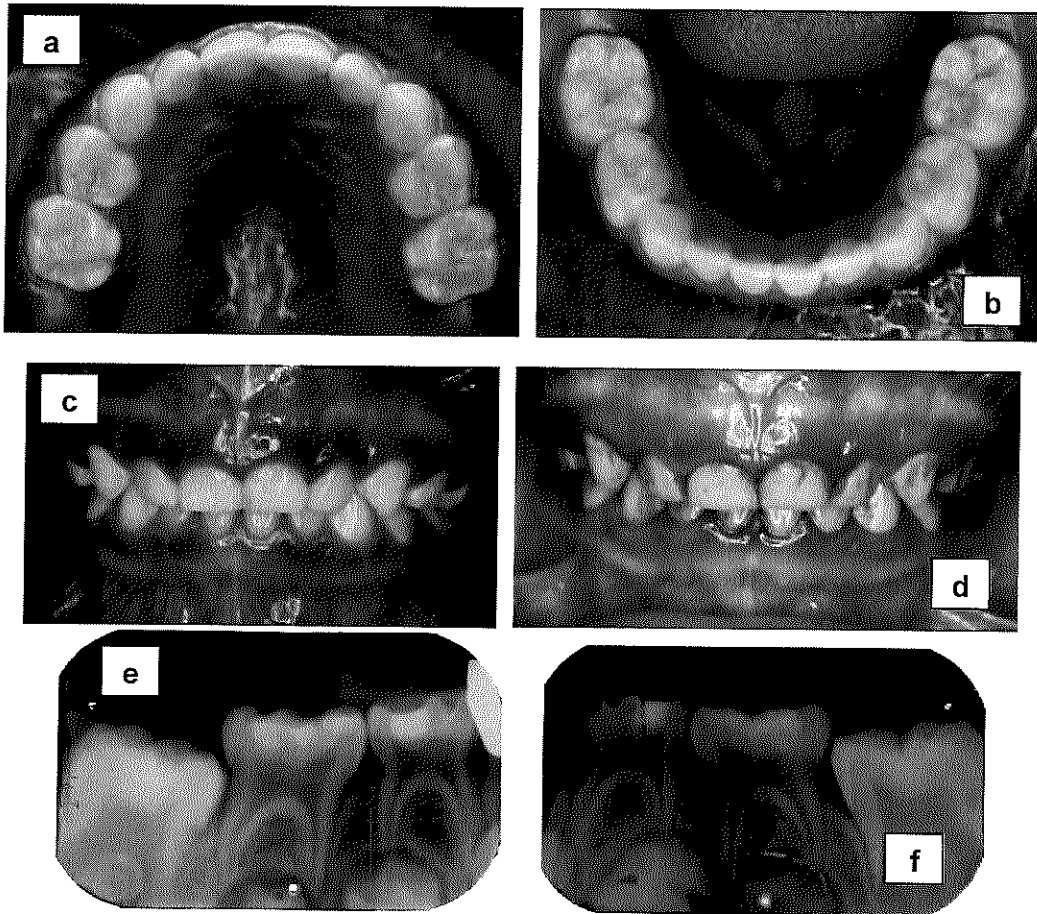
Seguimiento clínico y radiográfico a los 12 meses. Fotografías clínicas intraorales a) oclusal superior, b) oclusal inferior y c) frontal en oclusión; Clínicamente las restauraciones se observan con adecuado ajuste. d) Fotografía con Tri Plaque. Placa reciente adherida a superficie de órganos dentarios, se aprecia el progreso en el control de placa dentobacteriana. e) y f) Radiografías periapicales de los órganos dentarios 84 y 74, radiográficamente no se observa lesión periapical. Fuente directa
